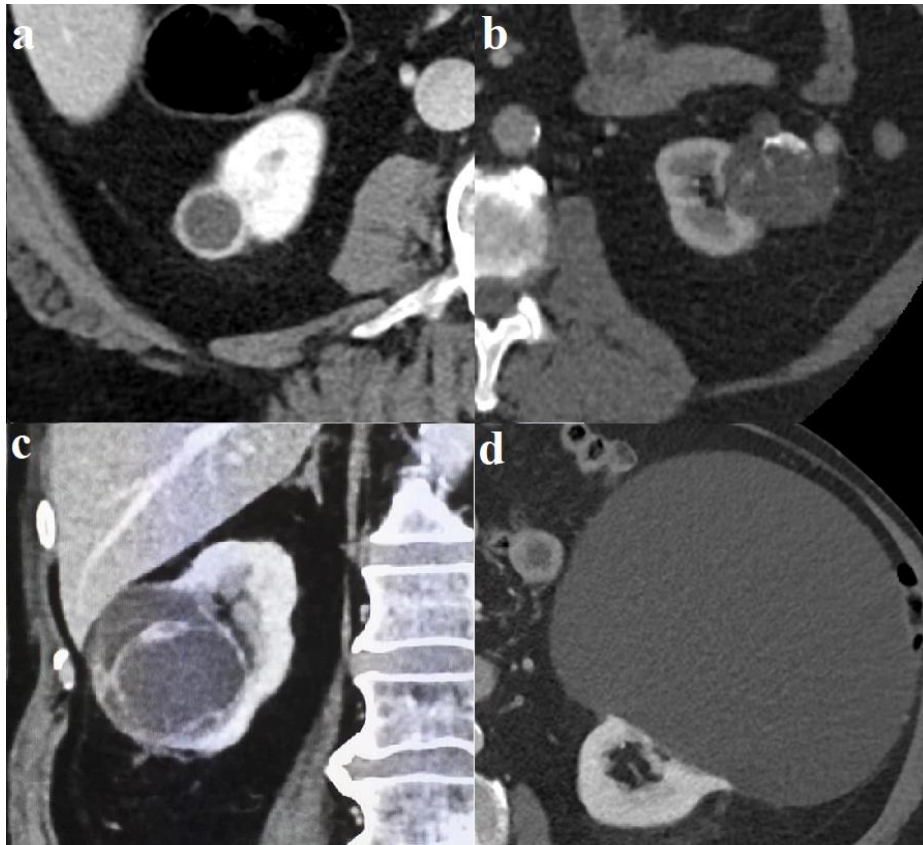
Unterschiedliche Merkmale Nierenzysten in der kontrastmittelgestützten CT des Abdomens: a) starke, randständige Kontrastmittelaufnahme; b) exophytisch wachsende Nierenzyste mit mehrfacher Septierung und grobscholliger, fokaler Verkalkungen. Einzelne noduläre Kontrastmittelanreicherungen in der Läsion; c) Nierenzyste mit feinen, stark kontrastmittelaufnehmenden Septen und einzelnen nodulären Verdickungen. d) raumfordernde Nierenzyste von der ventralen Parenchymlippe der linken Niere ausgehend (axial bis zu 17 x 14 cm Durchmesser).
